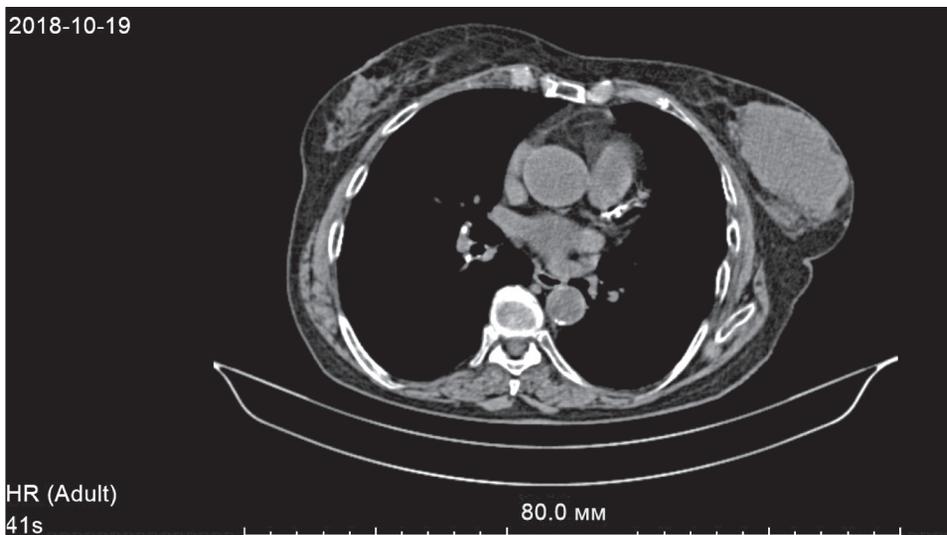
Компьютерная томограмма (аксиальный срез) пациентки с лимфомой левой молочной железы до начала лечения
